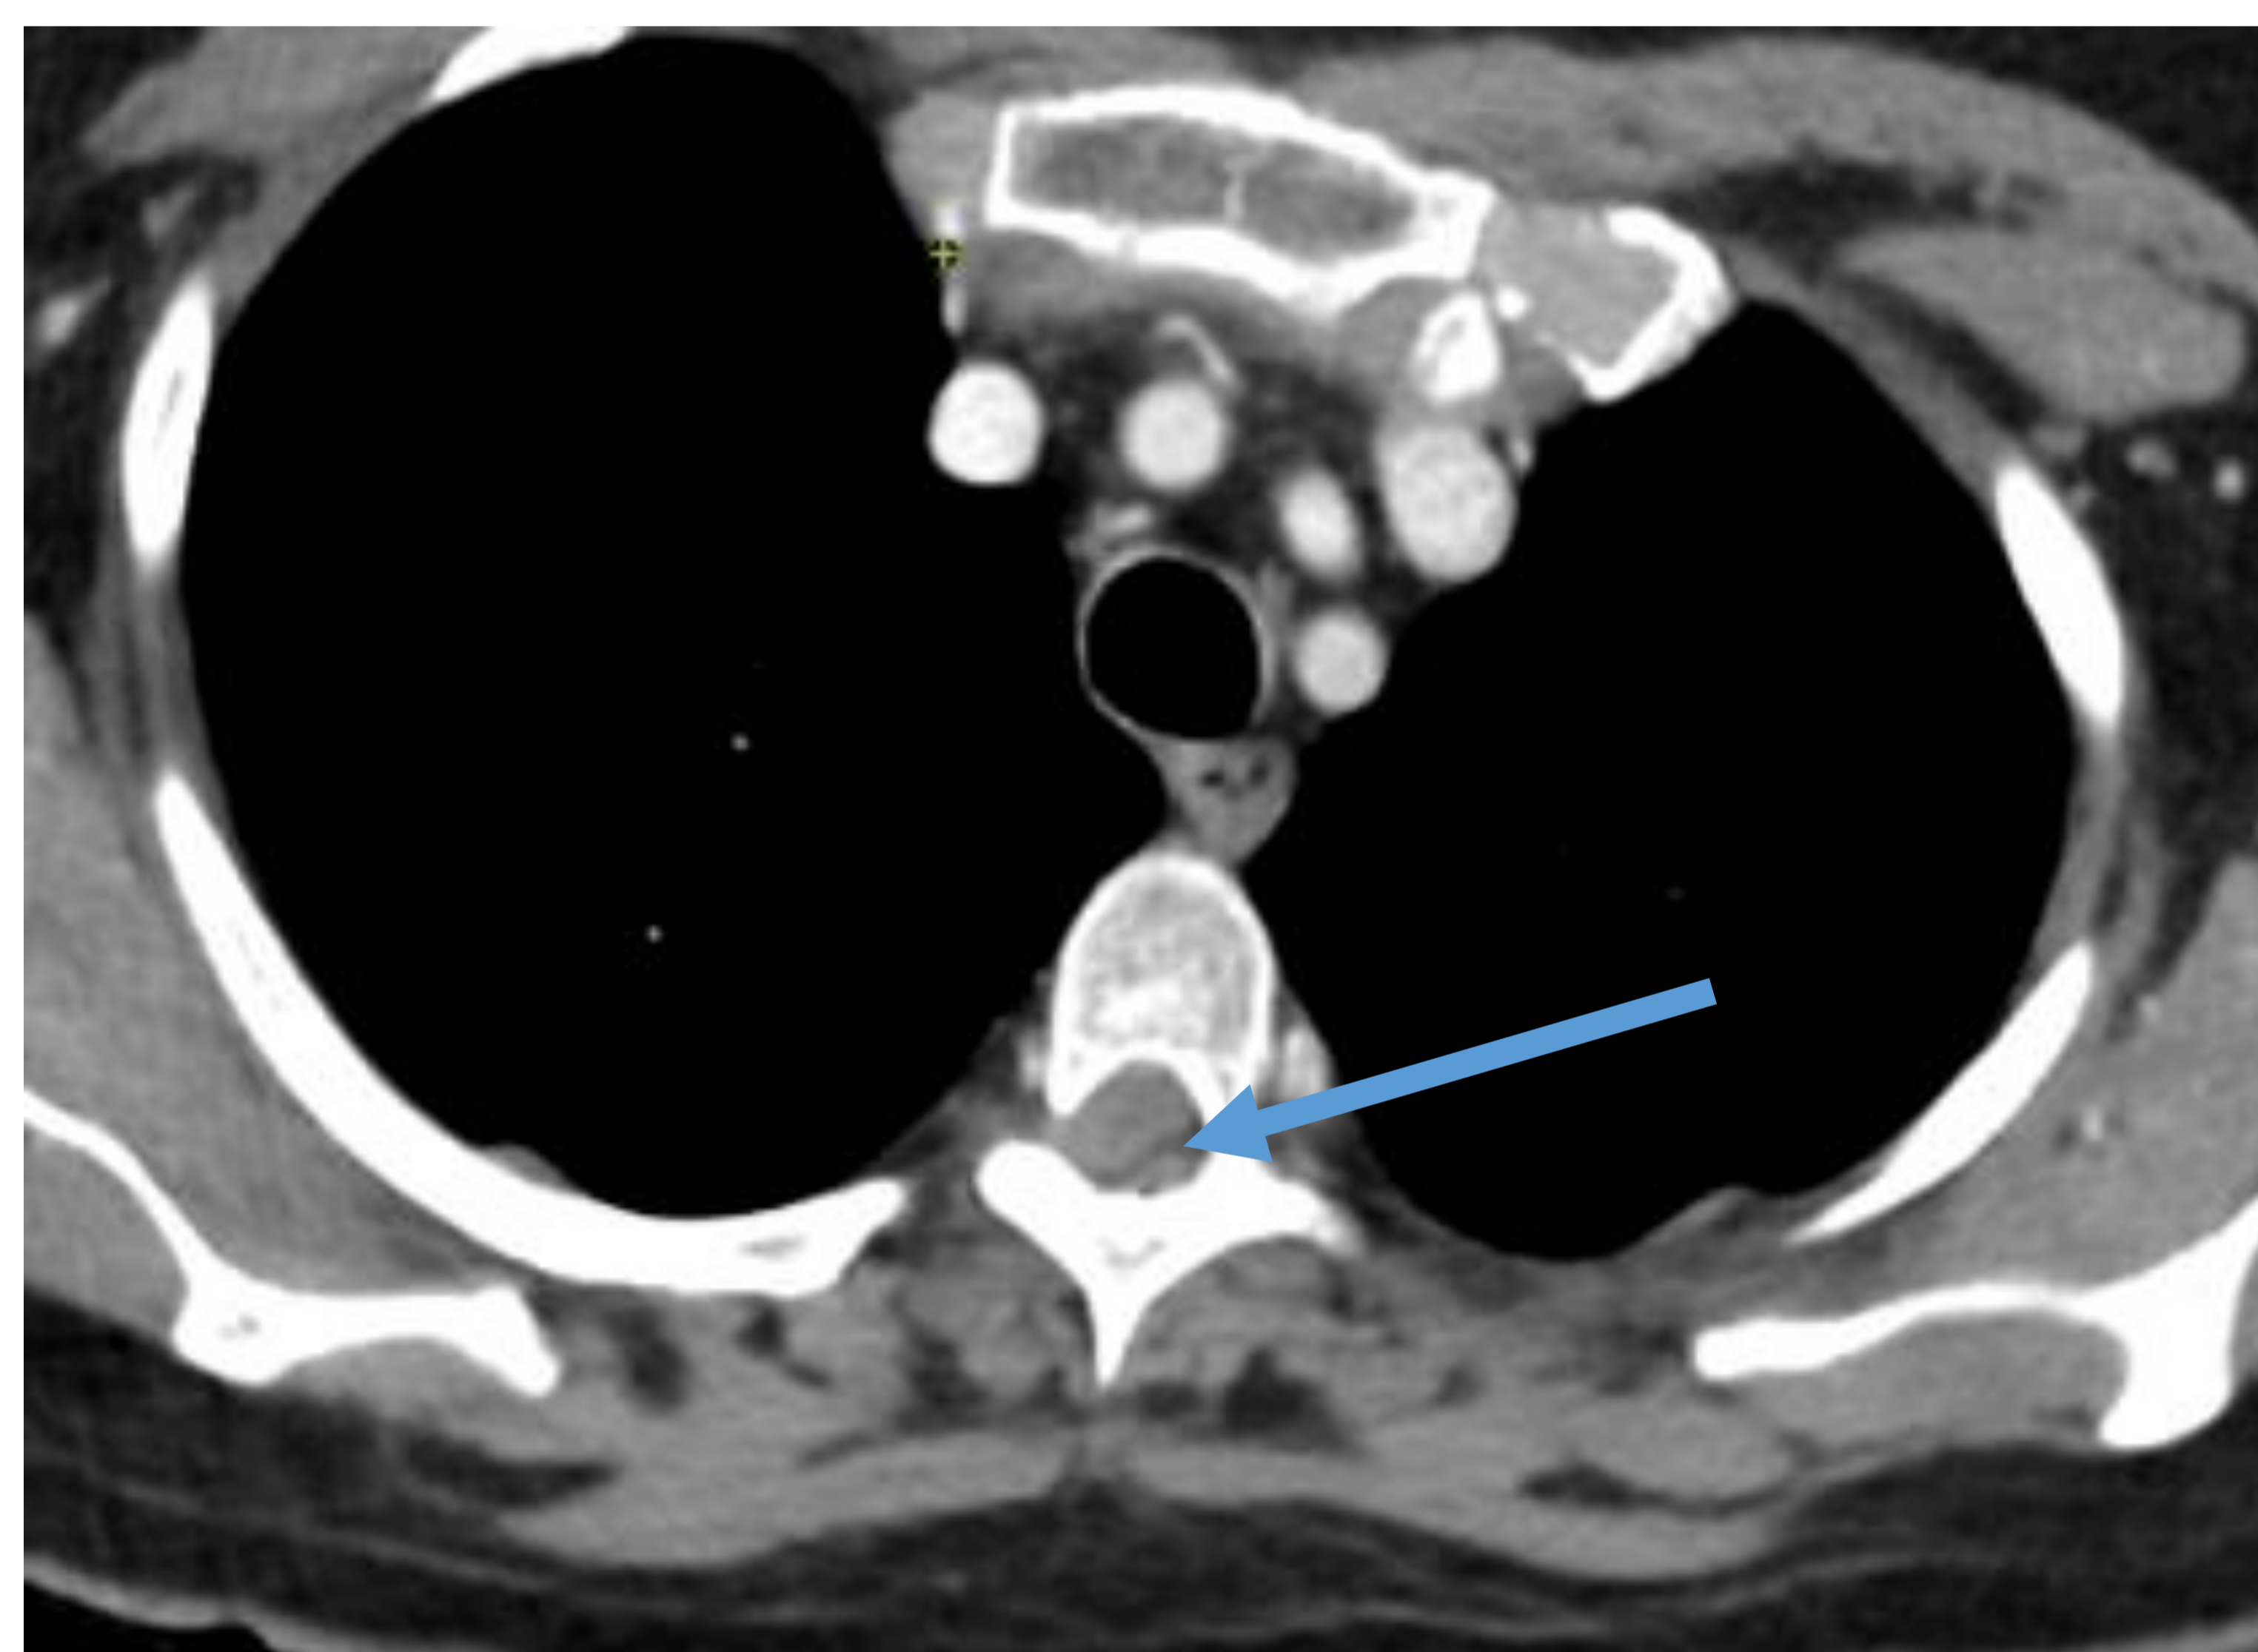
Hematoma espinal espontáneo. Corte sagital de angio-TC. Paciente con dolor torácico y sospecha de síndrome aórtico agudo.. Existe una colección hiperdensa en el canal dorsal (flecha).
